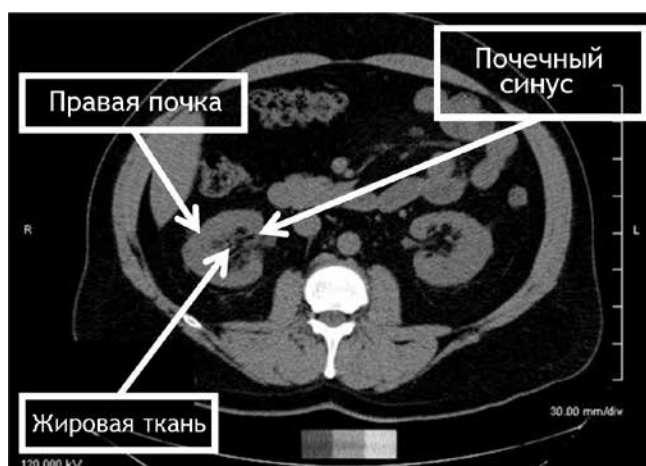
Скан КТ, визуализирующий жировые отложения в области почечного синуса [15].
